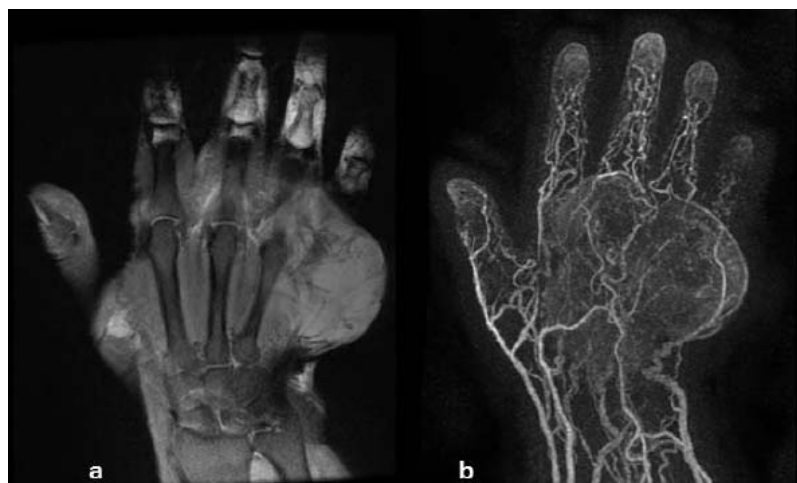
Estudio de RM mano; secuencias Cor DP (a), TRICKS (b).
